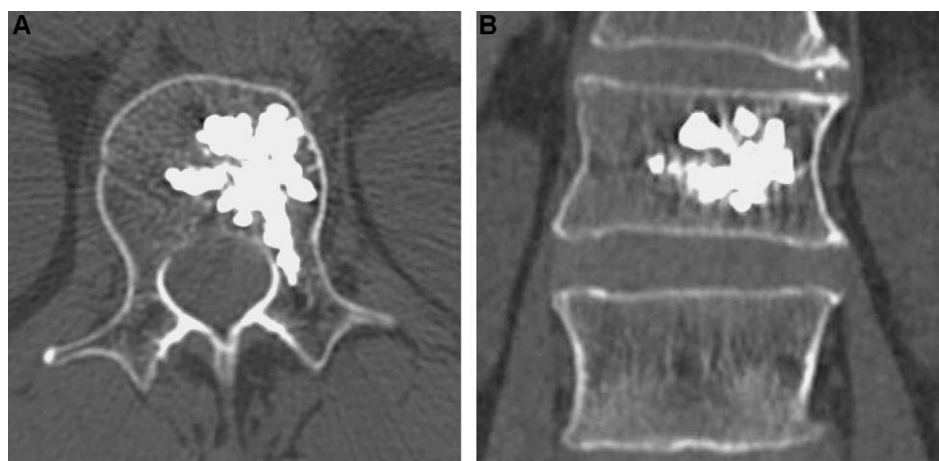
TDM sans injection en fenêtres osseuses en coupe axiale et en reconstruction coronale. Angiome corporel de L1 agressif sans composante épidurale, traité par vertébroplastie seule en 1990. La répartition est asymétrique dans la vertèbre mais le remplissage de la lésion est optimal.
